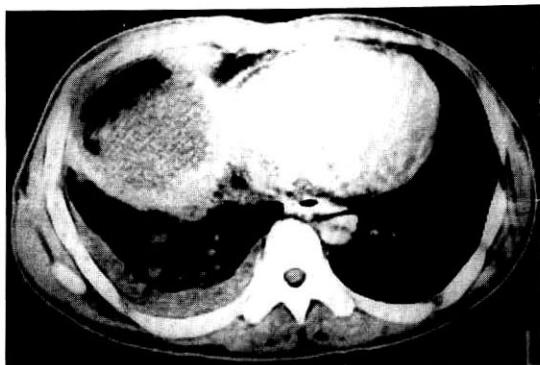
Chest CT reveals a huge cavitating mass lesion with soft tissue density in the right lung just contact with the right cardiac border.
